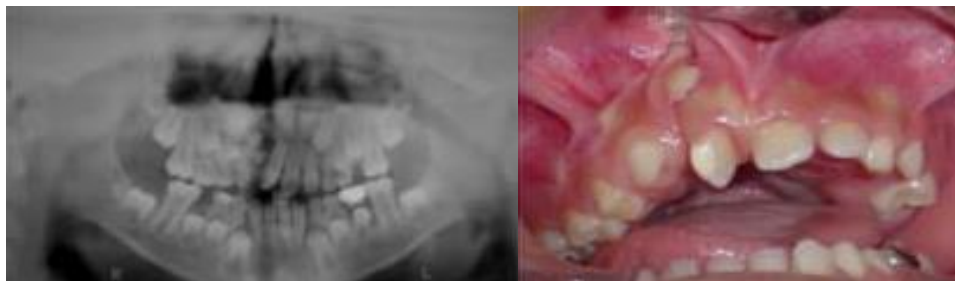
Radiografía y foto intraoral inicial del tratamiento con plasma rico en factores de crecimiento de un paciente con labio paladar fisurado.
